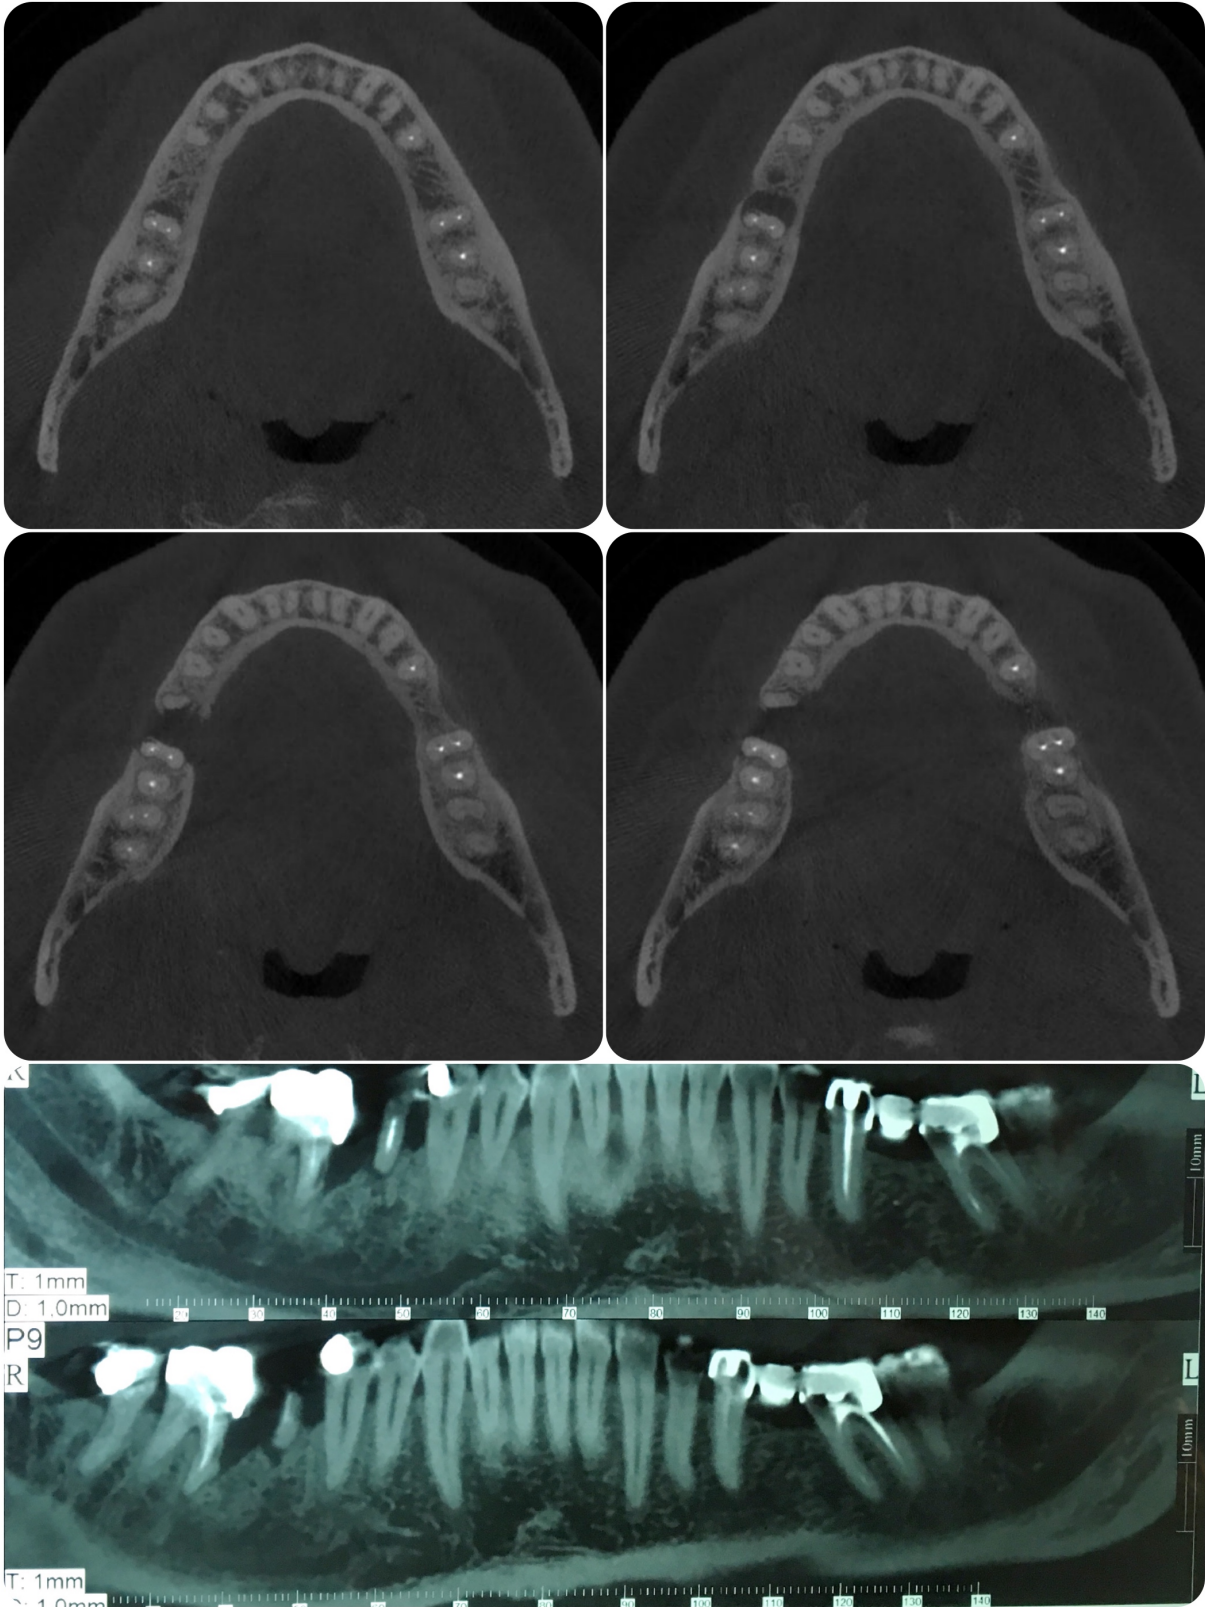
Analyse pré-opératoire du Cone Beam (coupes axiales et coronales)
